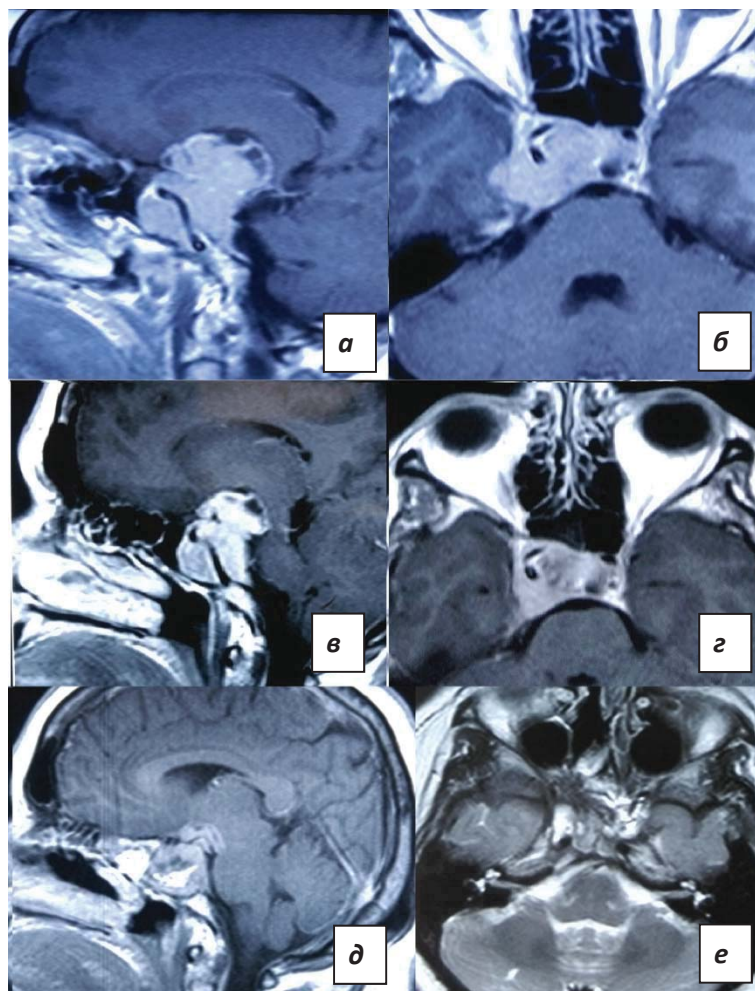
МРТ пациентки Г. а, б – МРТ до начала лечения каберголином; в, г – МРТ на момент развития назальной ликвореи; д, е – МРТ через 11 месяцев после пластики дефекта основания черепа.
